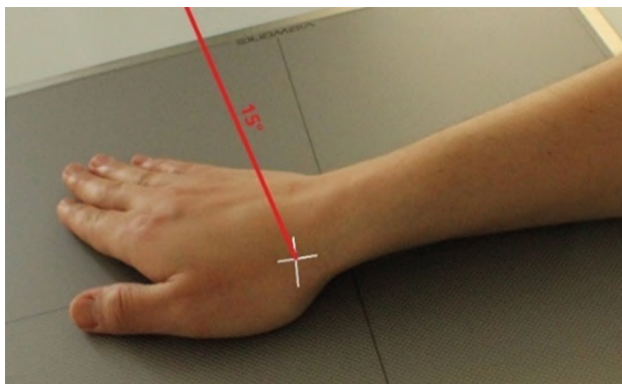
Рентгенография лучезапястного сустава. Передняя проекция с локтевым отклонением (ладьевидная кость)
